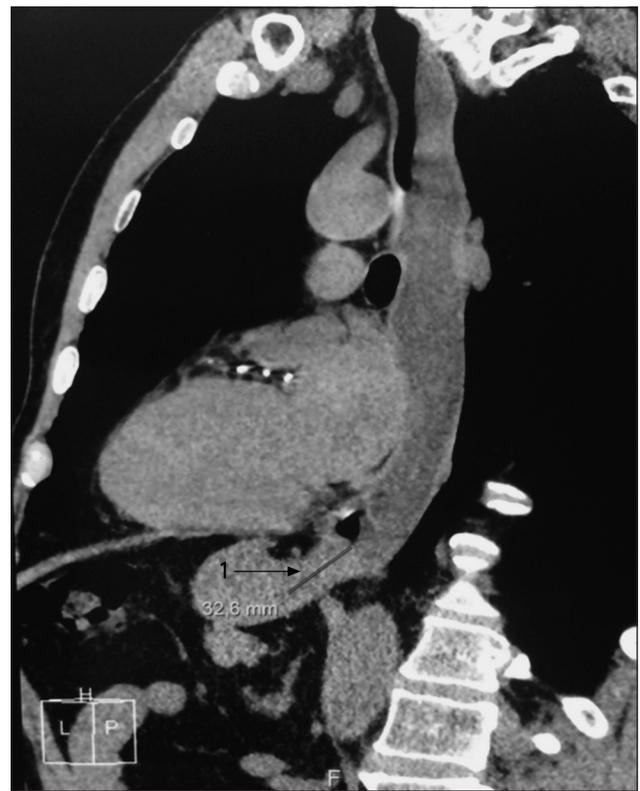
МСКТ органов груди и верхнего этажа брюшной полости.
